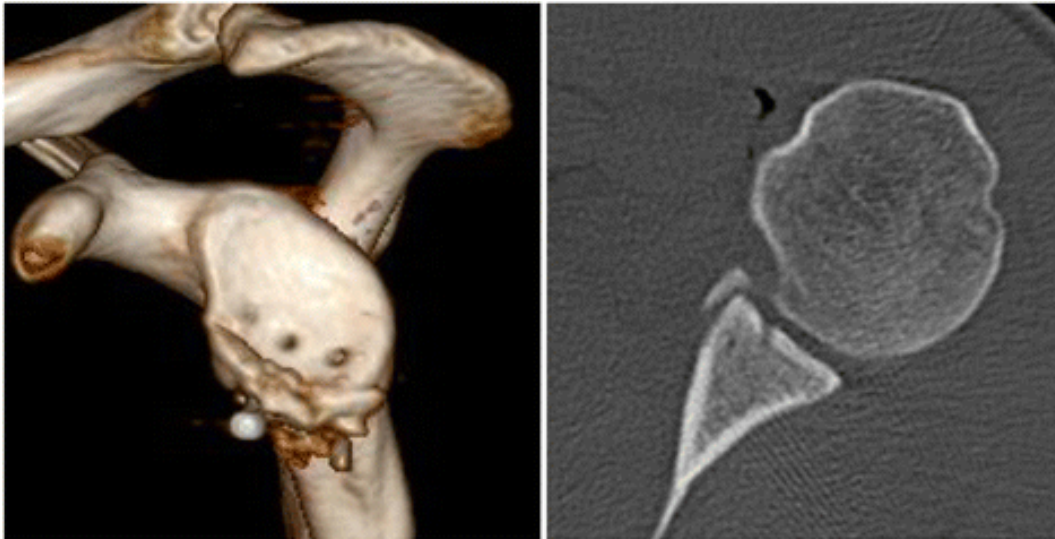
CT-Aufnahme der Cavitas glenoidalis 1 Tag postoperativ bei Zustand nach knöcherner Bankart-Läsion [77]
